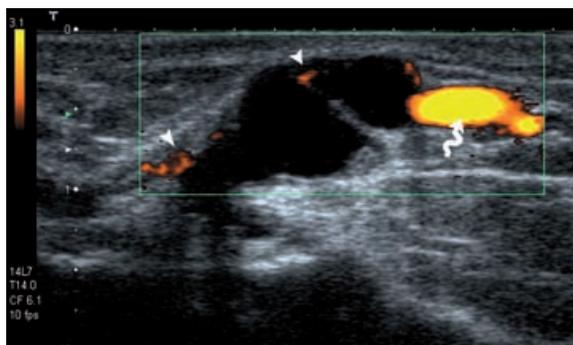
Rapport intime entre un kyste de la gouttière du pouls et l'artère radiale (tête de flèche) bien visible sur cette coupe axiale d'échographie avec Doppler puissance. Notez le caractère inflammatoire en Doppler des parois de ce kyste (flèches).
